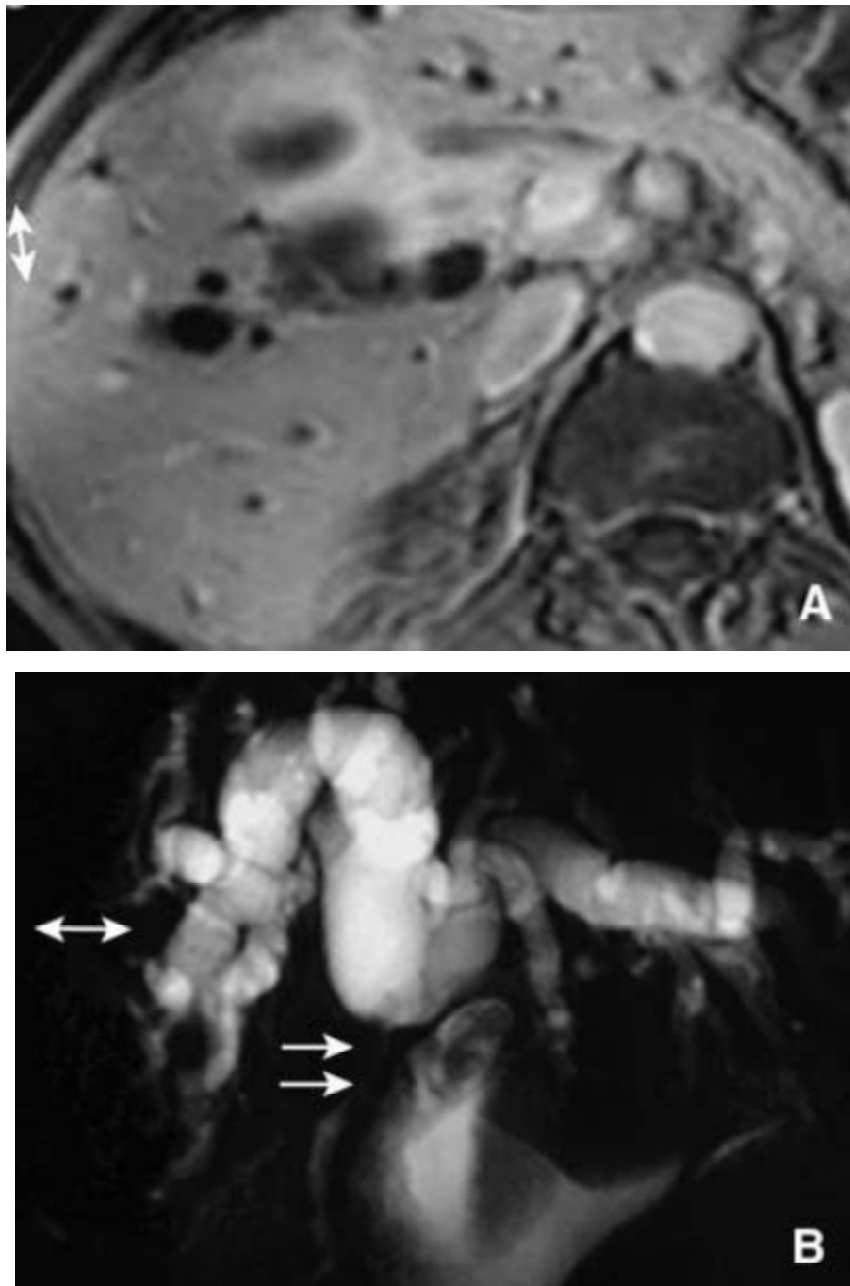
IRM en coupe axiale après injection de gadolinium (A) et cholangio-IRM2D (B)
